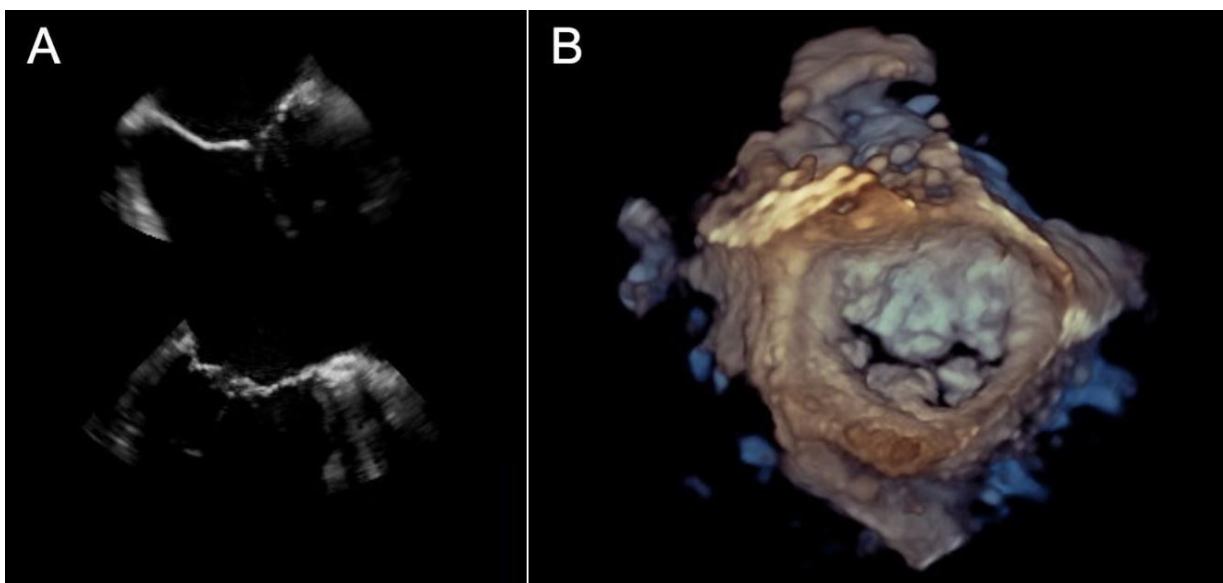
Transösophageale Echokardiographie der Mitralklappe. A: Zweidimensionale Schnittebenen der Mitralklappe. B: Mitralklappe in der transösophagealen 3D-Echokardiographie, Aufsicht vom Vorhof aus.
